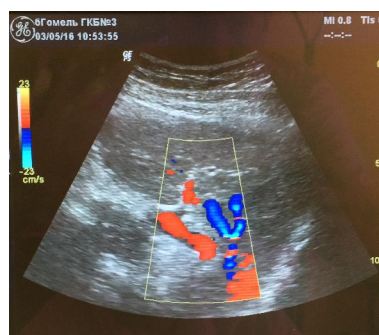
УЗИ брюшной полости:
